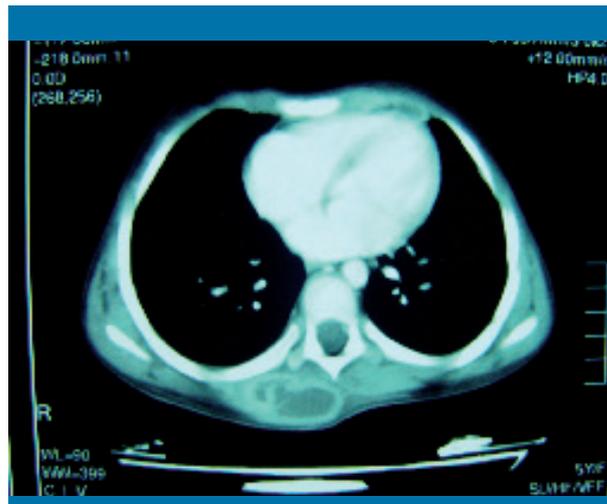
TAC torácica con contraste: masa intramuscular paravertebral derecha, de 4 cm de diámetro transversal; hipodensidad interior, captación de contraste por una pared engrosada
